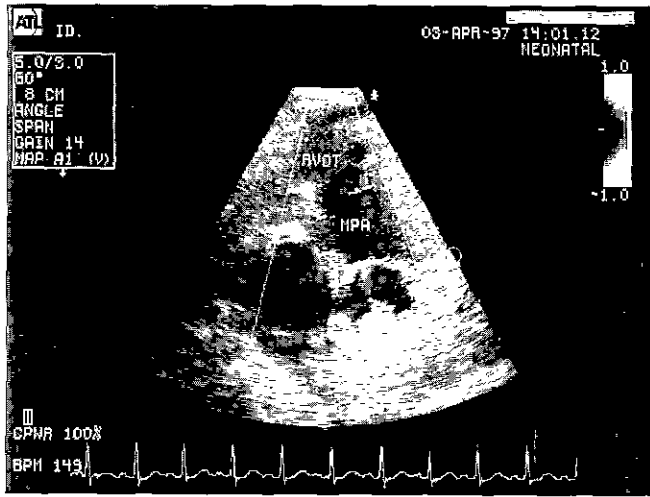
Postoperative Echocardiogram
